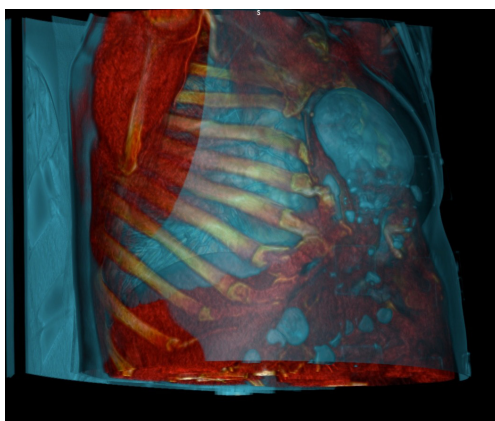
КТ грудной и брюшной полости (режим 3D AIR-1)
